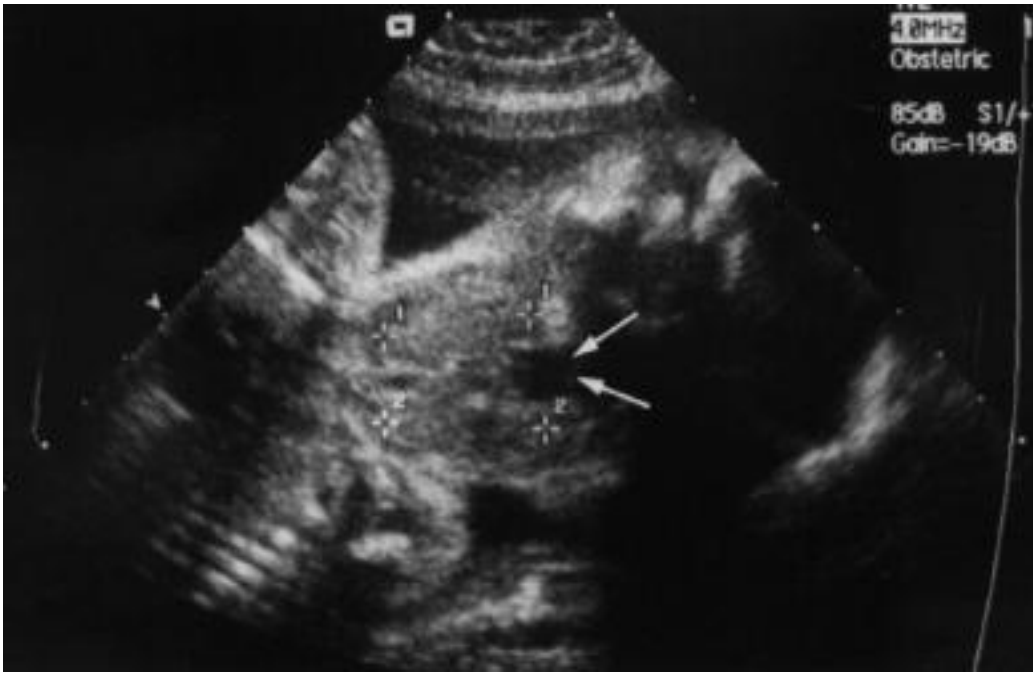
Aspect échographique d'un goitre fœtal
